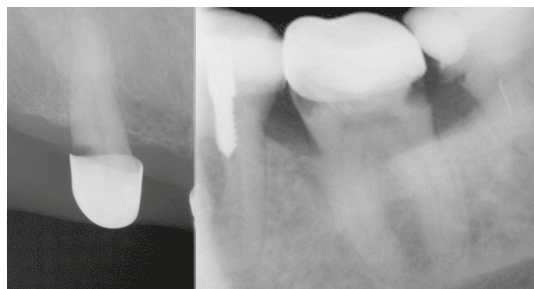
Интраоральная контактная рентгенограмма. Кариозное поражение на границе искусственная коронка — зуб
